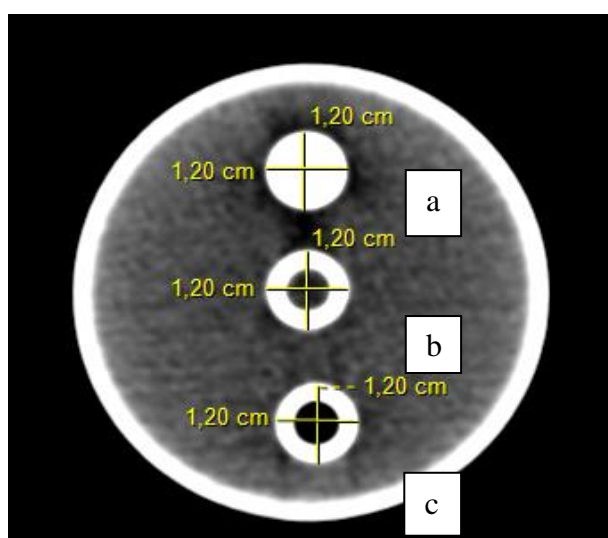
Imagens por tomografia computadorizada *multislice* mostrando o traçado do maior diâmetro nos cilindros contendo gesso odontológico (a), água destilada (b) e óleo (c).
